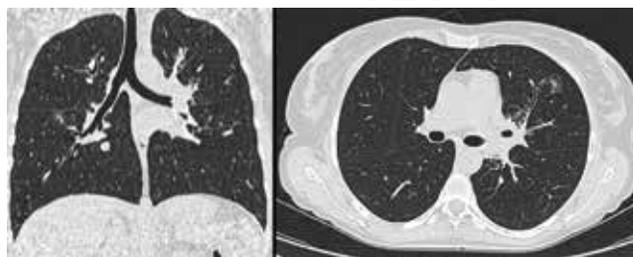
КТ ОГК пациентки Б от 10.01.2019 г. (описание в тексте)
